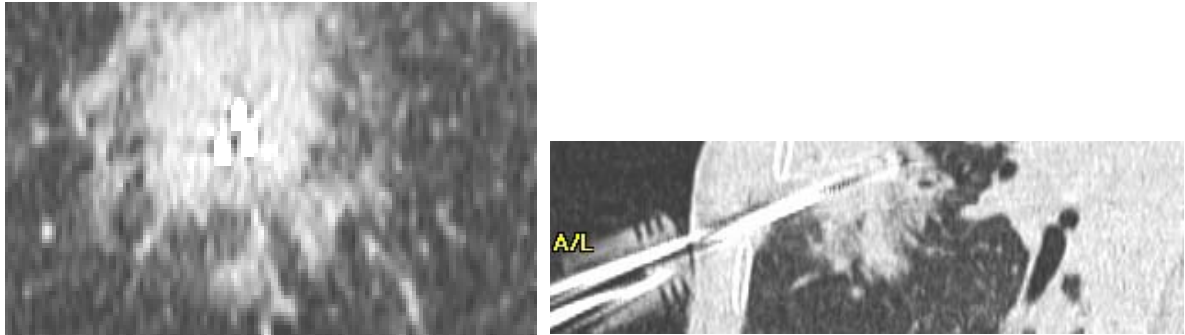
TDM pulmonaire en reformation coronale et sagittale et en fenêtres parenchymateuse, montrant le bon positionnement de l'aiguille de RF de type Cluster au centre du nodule pulmonaire.
